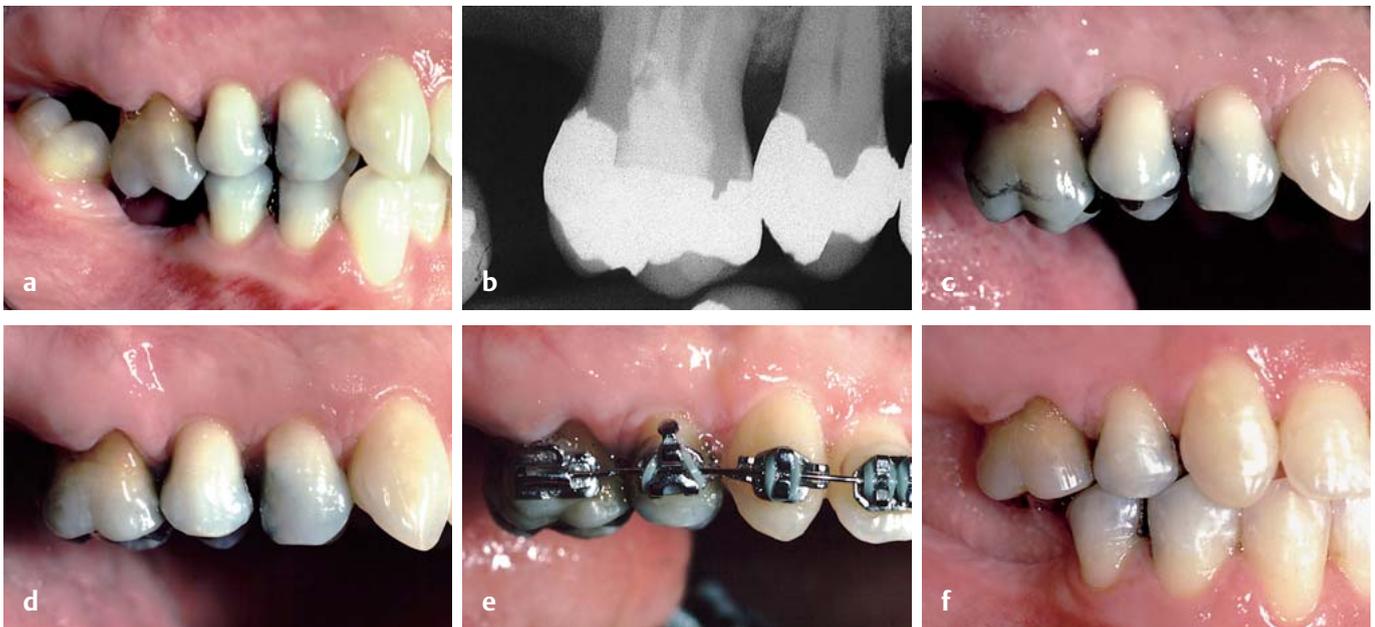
Bei diesem Patienten war der obere rechte erste Molar elongiert und seine Randleiste befand sich weiter koronal als die des Nachbarzahnes (a). Der Röntgenbefund ergab (b), dass der Alveolarknochen
